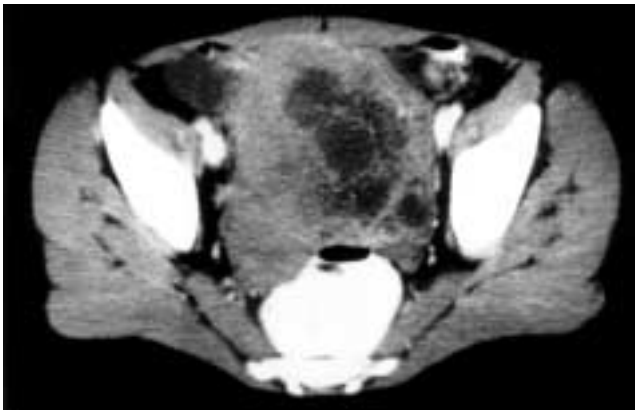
TAC abdominal donde se visualiza una gran masa pélvica con áreas centrales quísticas, sugestivas de necrosis, y discreta captación periférica.
